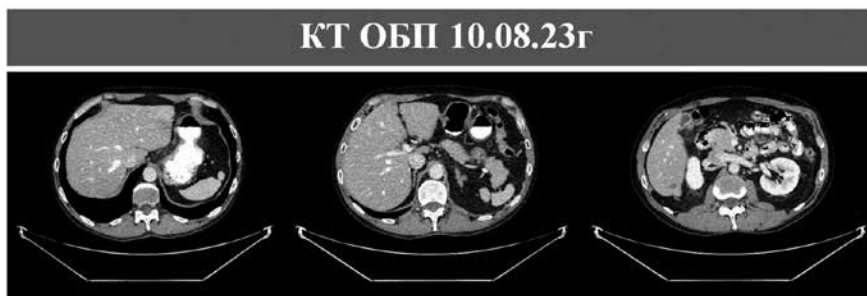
Компьютерная томография органов брюшной полости 10.08.2023 г.
